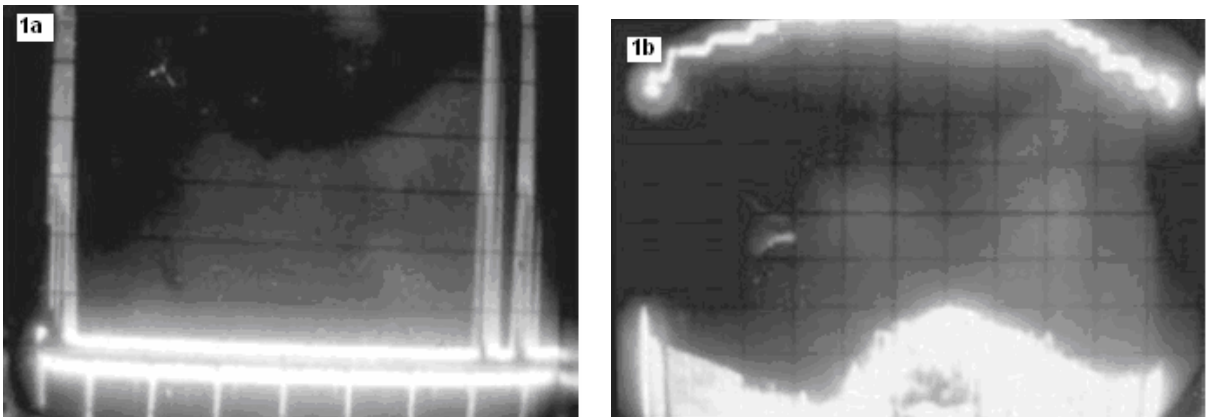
Primeras imágenes obtenidas con ultrasonidos de un quiste ovárico.
